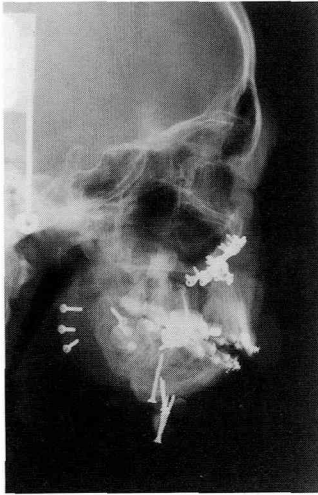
術後矯正開始時の側貌頭部X線規格写真（18歳5ヵ月）。
